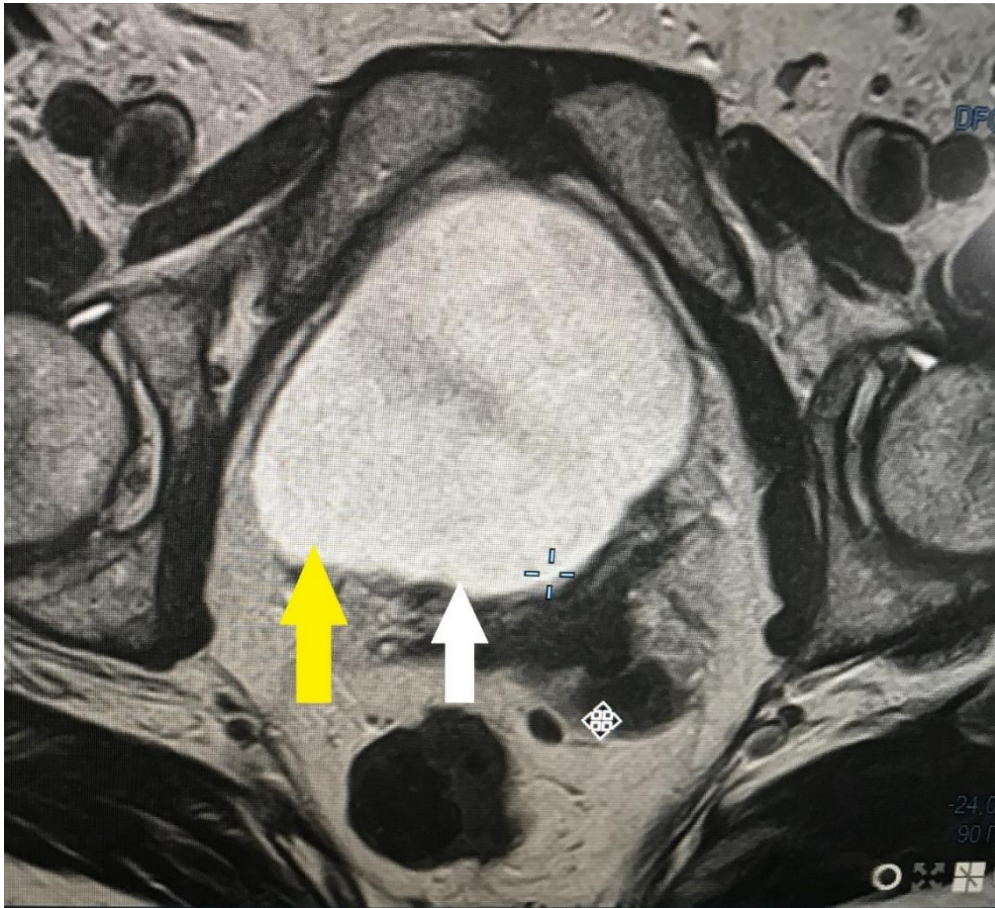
Магнитно-резонансная томограмма малого таза с контрастированием. T2-взвешенное изображение в аксиальной проекции.
